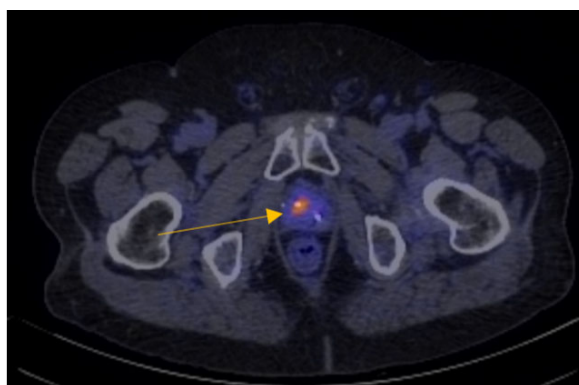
ПЭТ/КТ в аксиальной плоскости (отечественный препарат).
